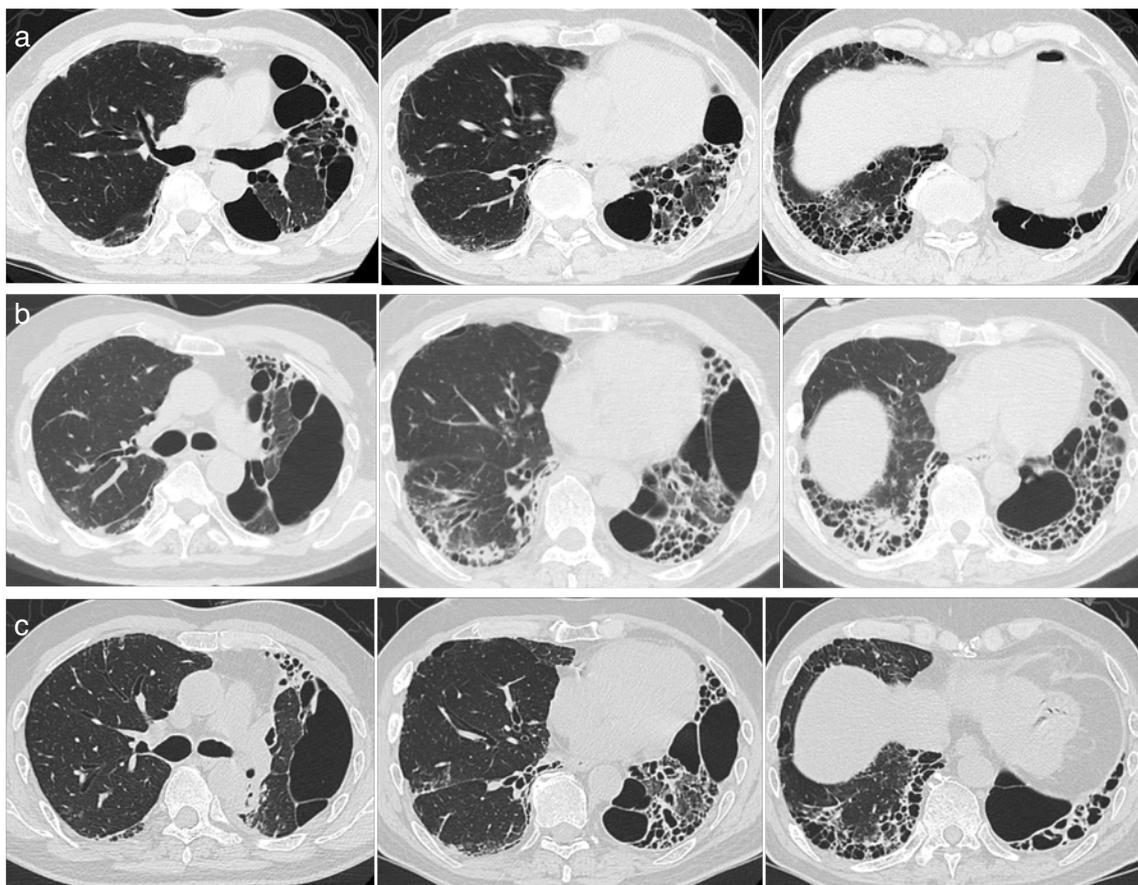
COVID-19罹患して長期経過した胸部CT像
